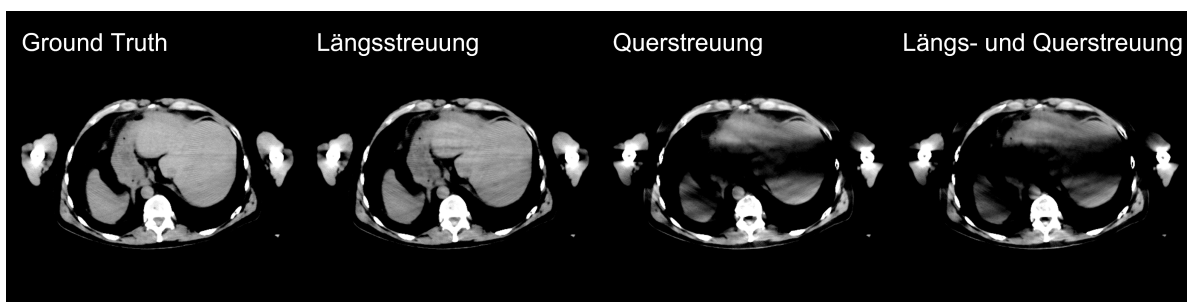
Einfluss der Streustrahlartefakte in einem Dual-Source CT. Von Links nach Rechts: Rekonstruiertes CT-Bild ohne Streustrahlartefakte, mit Längsstreuung, mit Querstreuerung und mit beiden Streuungsartefakten. $C = 40$ HU, $W = 300$ HU
